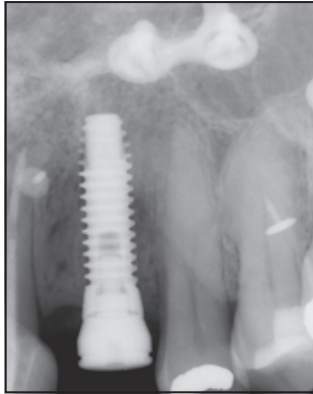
Röntgenaufnahme zum Zeitpunkt der Implantation.
